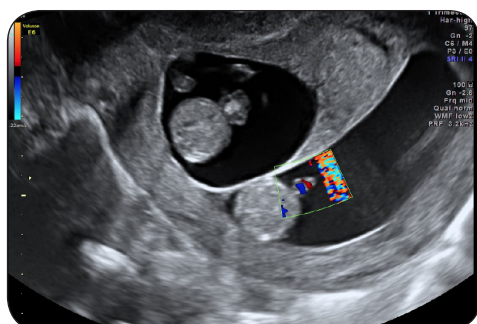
Première échographie de visualisation de la grossesse à 7 semaines et 2 jours de gestation.
